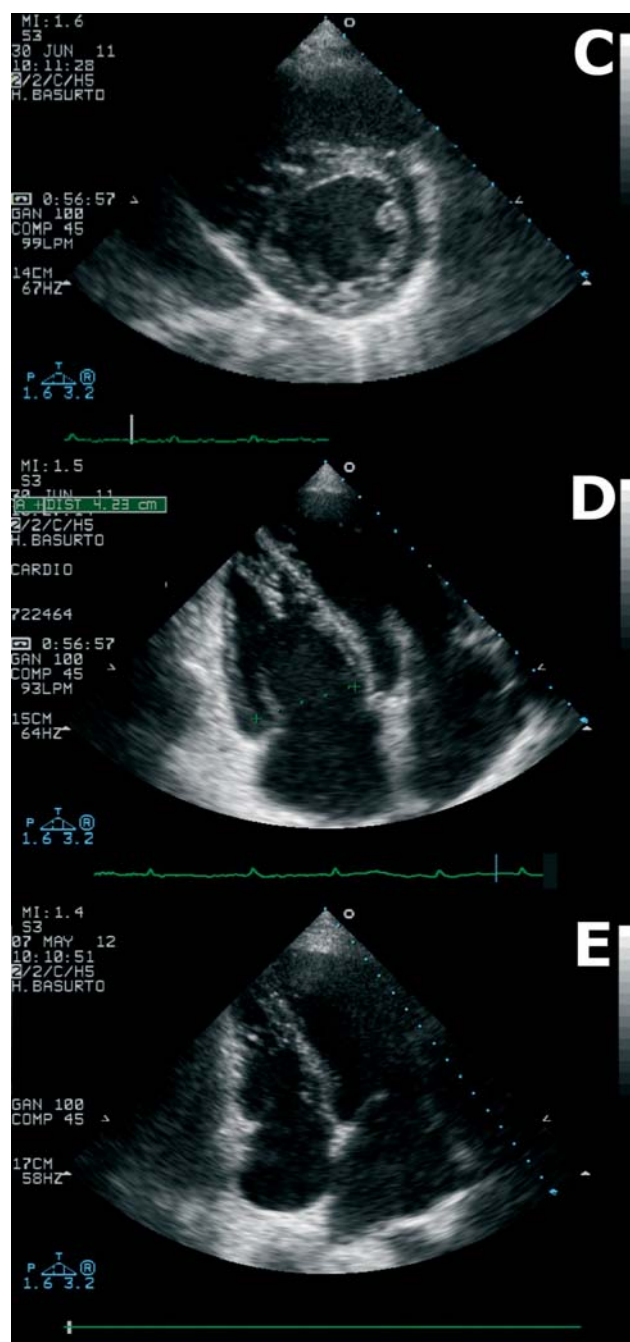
C y D). Ecocardiograma transtorácico al ingreso. E). Ecocardiograma transtorácico de un año tras el alta hospitalaria.
